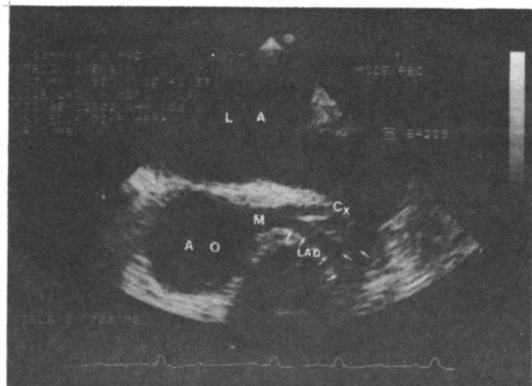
Visualization of proximal left coronary arteries by two-dimensional transesophageal echocardiography. Left main coronary artery(M, 1.1 cm) with bifurcation into the circumflex artery (Cx, 1.2cm) and left anterior descending artery(LAD, 2.2cm) with branch artery(arrows, probably the diagonal artery). AO=aortic root; LA=left atrium.
